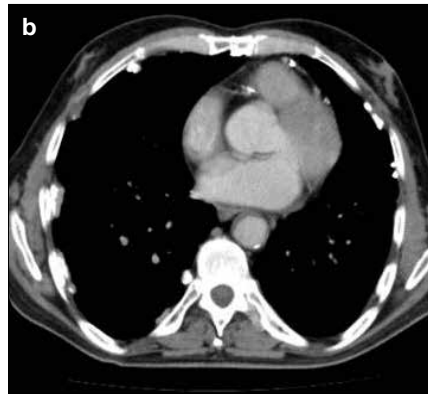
Aksiyal planda BT görüntüsünde sağda geçirilmiş eski plörezi sekeli kalın plevral kalsifikasyon izlenmektedir. Plak komşuluğunda ekstraplevral yağ mesafesinde belirgin artış görülmektedir
